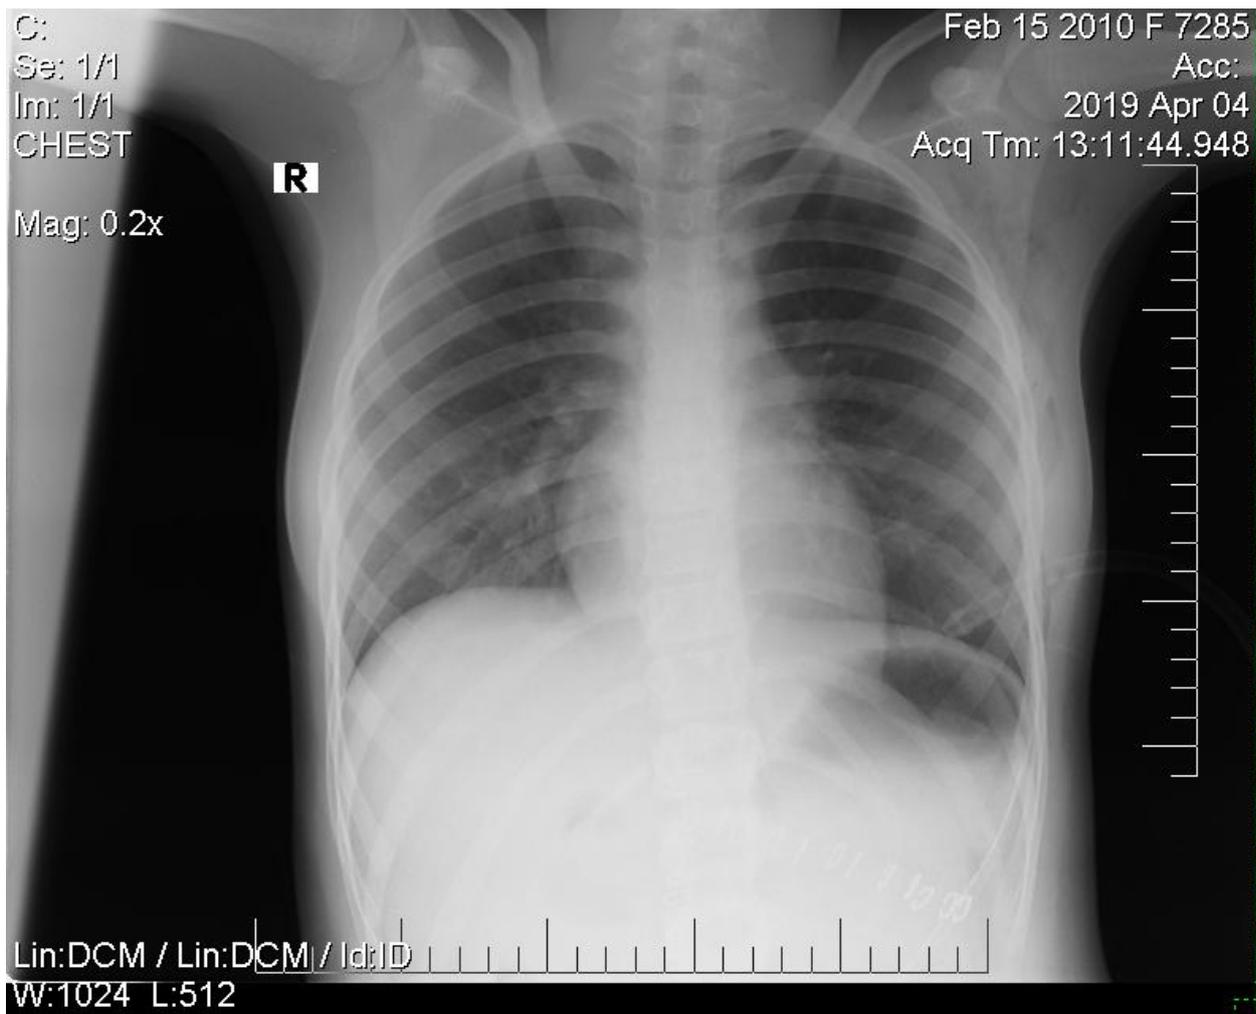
Контрольная обзорная рентгенография органов грудной клетки. Левое легкое расправлено, сердце в пределах нормы.
